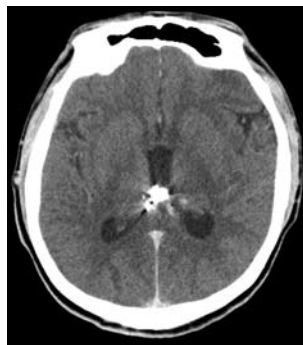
КТ головного мозга сразу после эндоваскулярной эмболизации мальформации.
